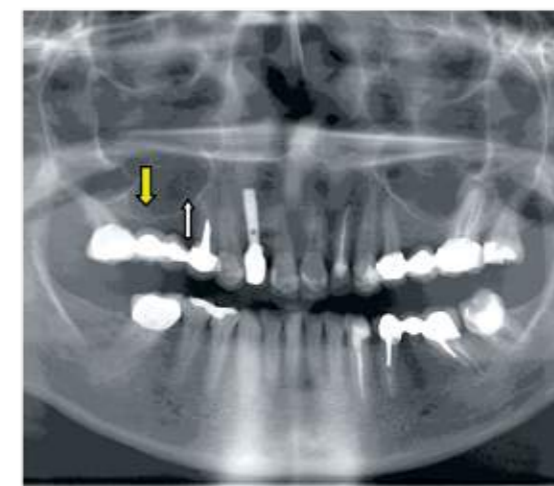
Ortopantomografía antes de la aplicación del PRP, nótese la acentuada neumatización del seno maxilar (flecha amarilla) y la altura reducida de hueso disponible para colocación de implantes (flecha blanca).
